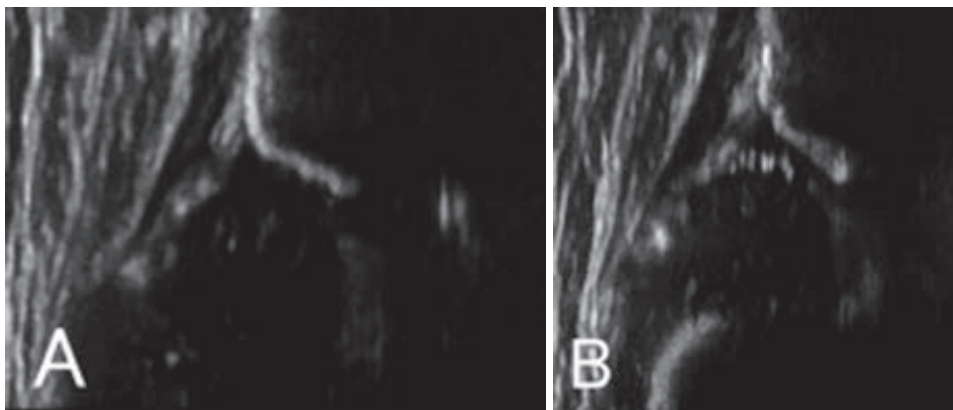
症例3 超音波画像 A:右側 B:左側 α 角:右63°左43°
